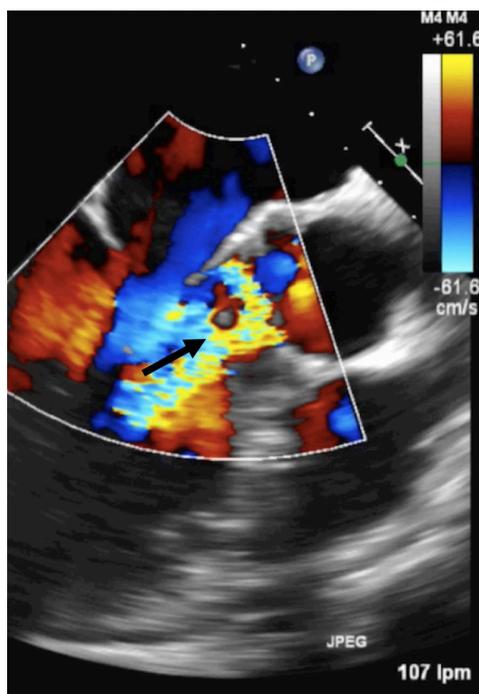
Ecocardiografía transesofágica con doppler color. Flecha: jet de regurgitación aórtica. Insuficiencia aórtica grave.
